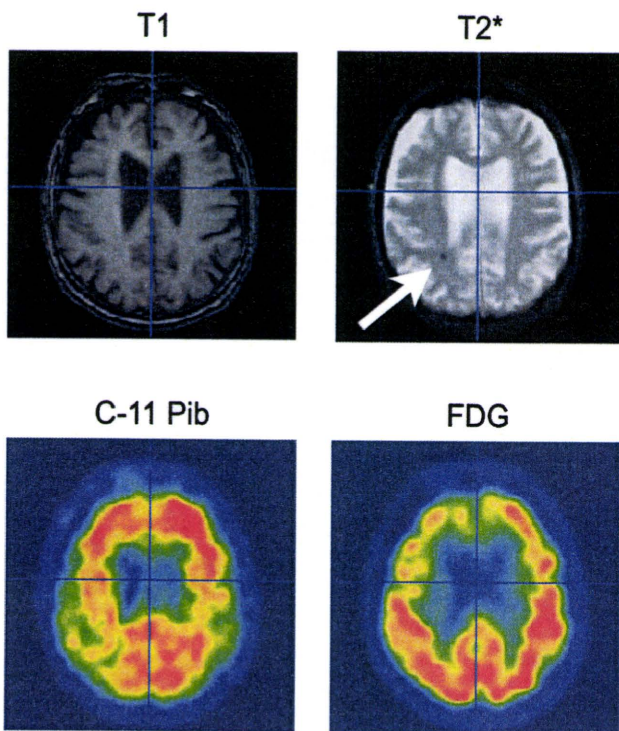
微小出血を伴うAD患者の頭部MRI, [C-11]PIB PET 画像
